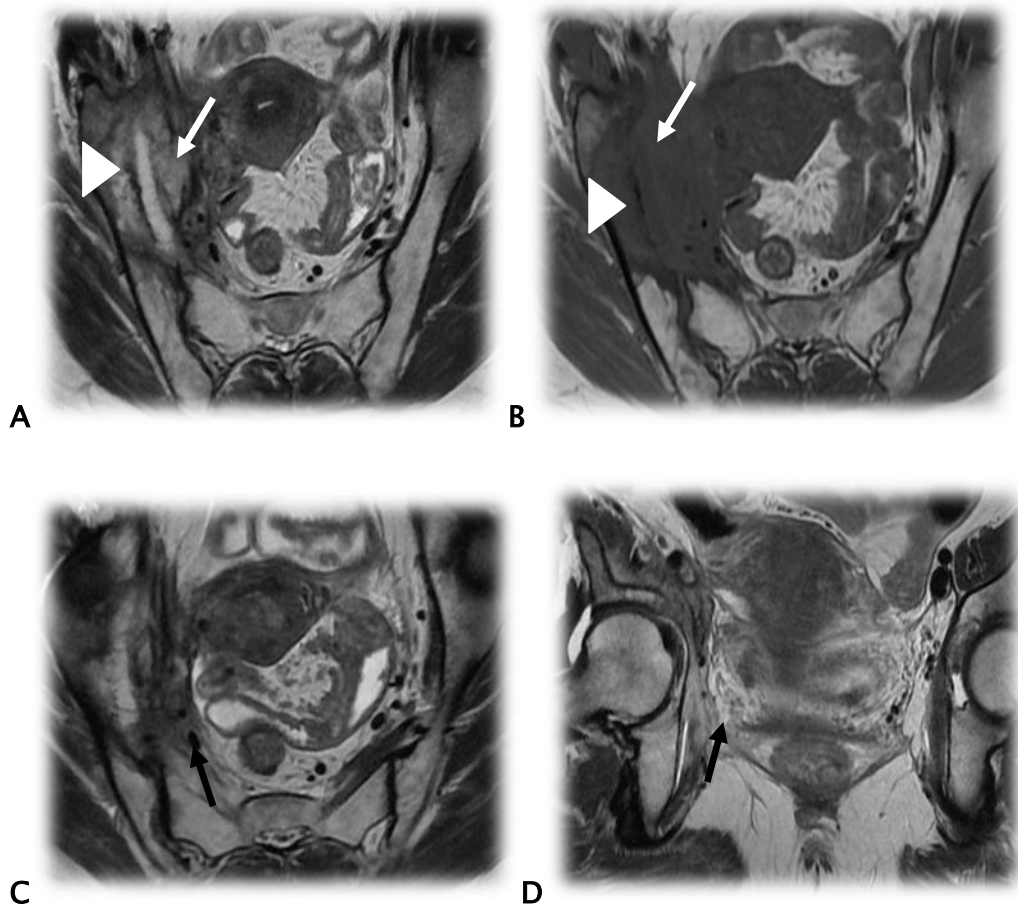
Patiente âgée de 32 ans, présente depuis 05 mois des métrorragies provoquées avec des leucorrhées fétides, l'examen au speculum note une masse ulcéro-bourgeonnante du col utérin saignante au contact, l'étude anatomopathologique suite à une biopsie a objectivé un carcinome épidermoïde. IRM en T2 axial (A-C), coronal (D), en T1 axial (B). Tumeur du col utérin de 92 mm de grand axe avec extension vaginale, extension à isthme et au corps utérin, extension paramétriale bilatérale plus importante à droite avec atteinte distale et envahissement des structures musculaires: muscle iliaque (flèches blanches), muscle obturateur interne (flèches noires), associée à un envahissement de l'os iliaque droit (tête de flèche). Classé stade IIIB de FIGO. Patiente traitée par une RCC.
